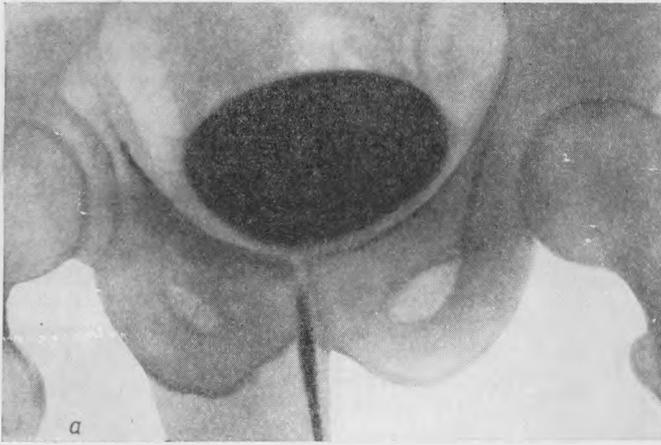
Цисторентгенограммы.
